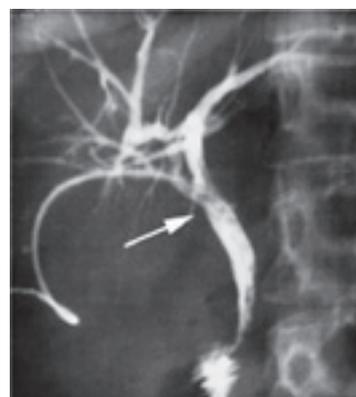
Контрастная рентгенограмма желчного дерева через 6 месяцев после формирования билиобилиарного анастомоза (фистулография).
